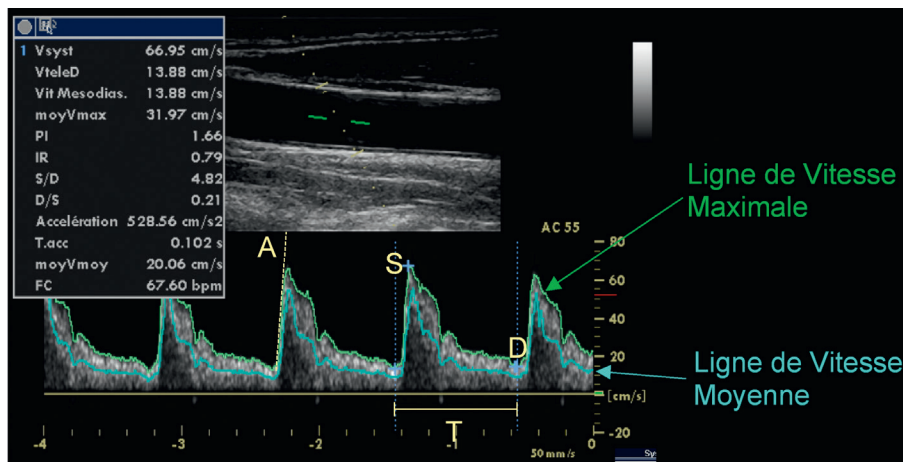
Calculs automatiques effectués, à partir de l'analyse spectrale, sur le tracé Doppler d'une artère carotide commune normale. Vsyst = vitesse maximale systolique ; VteleD = vitesse maximale télédiastolique. moyVmax = moyenne temporelle de la moyenne spatiale de vitesse ; PI = indice de pulsatilité ; IR = indice de résistance ; T.acc = temps d'accélération systolique ; moyVmoy = moyenne temporelle de la moyenne spatiale de vitesse circulaire ; FC = fréquence cardiaque.
